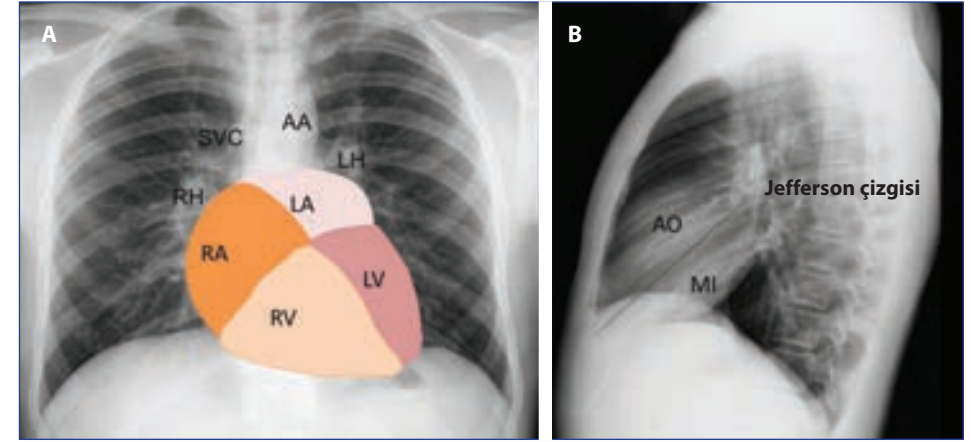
Fig- KV. 1: Göğüs radyografisinin PA (A) ve lateral (B) görünümü kalbin anatomisi RA- Sağ atriyum; RV- Sağ ventrikül; LV- Sol ventrikül; LA- Sol atriyum; RH- Sağ hilus; LH- Sol hilus; SVC- Vena kava superiyor; AA- Aort kemeri; B- Apekten karınaya çizilen "Jefferson çizgisi". Aort kapağı (Ao) çizgiye oturur, mitral kapağı (MI) ise çizginin altındadır.
